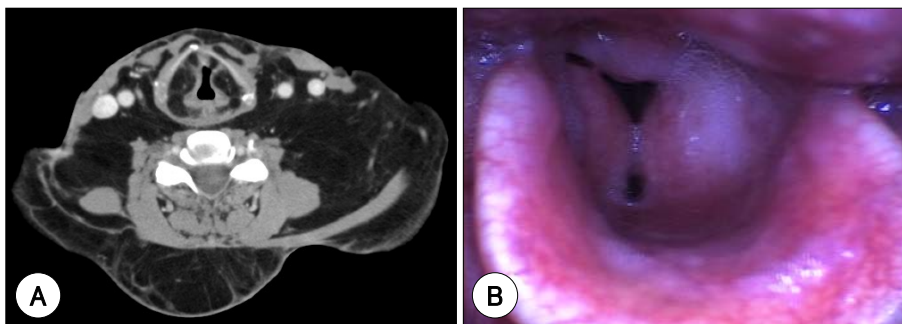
Preoperative axial CT scan and Videostroboscopic image. Same characteristics as Fig. 2A and B.
